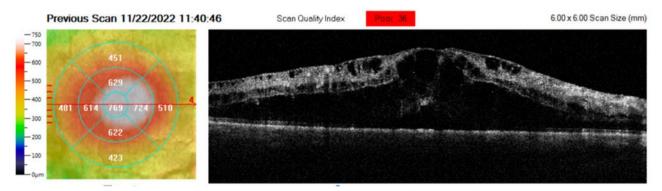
Tomografía de coherencia óptica en ojo derecho noviembre 2022. Realizando cortes maculares se aprecian capas internas y externas alteradas secundarias a edema retiniano; se aprecian datos de quistes en capas internas y presencia de tejido epimacular representativo de membrana epirretiniana incipiente; el grosor foveal central es de 769 μ; complejo epitelio pigmentado de la retinacoroides sin alteraciones.
